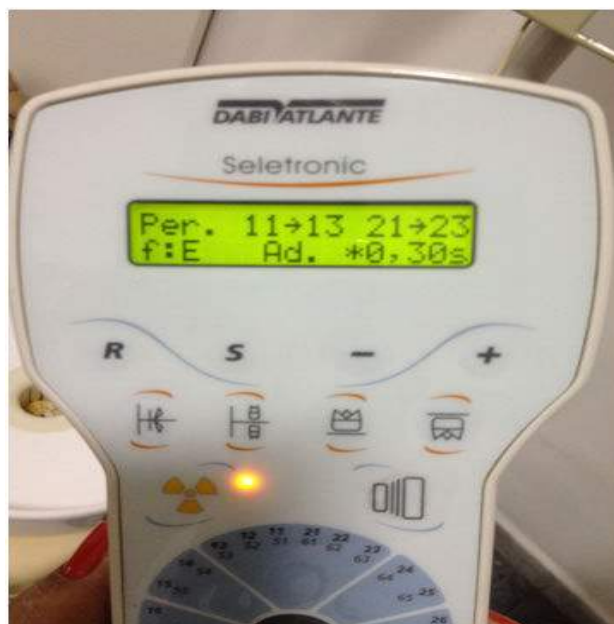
Dispositivo para tomada de radiografia
